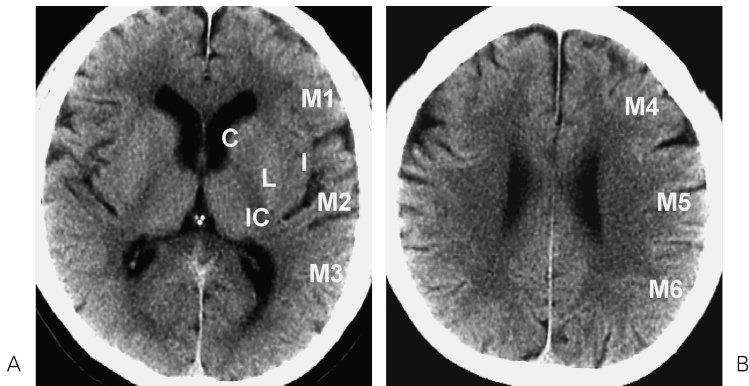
ASPECTS study form in a normal volunteer
